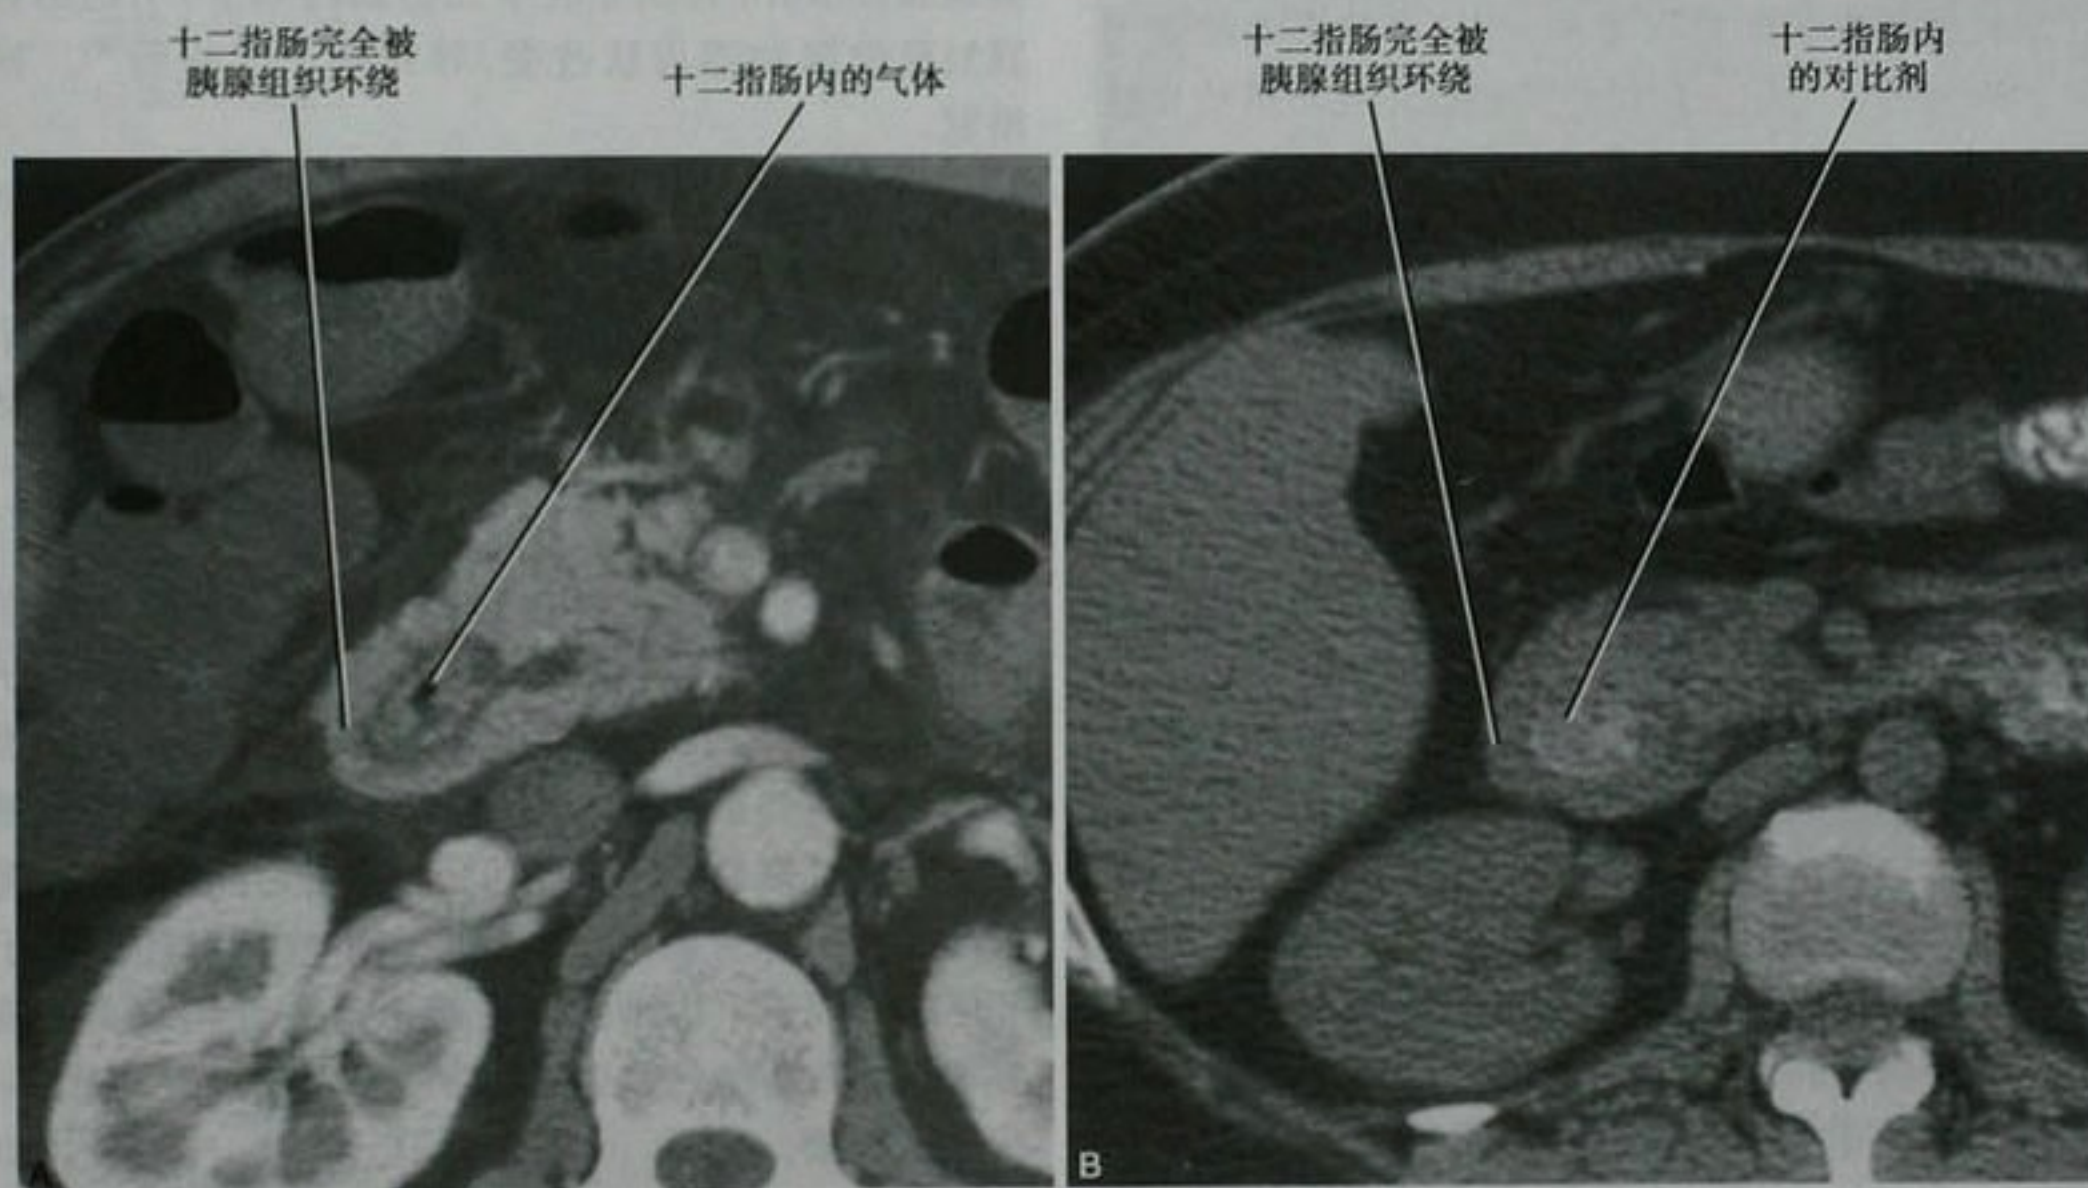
环形胰腺。A. 在评估肝硬化程度增强 CT 扫描时,发现的无症状环形胰腺;B. 另一患者,平扫 CT 显示的环形胰腺
